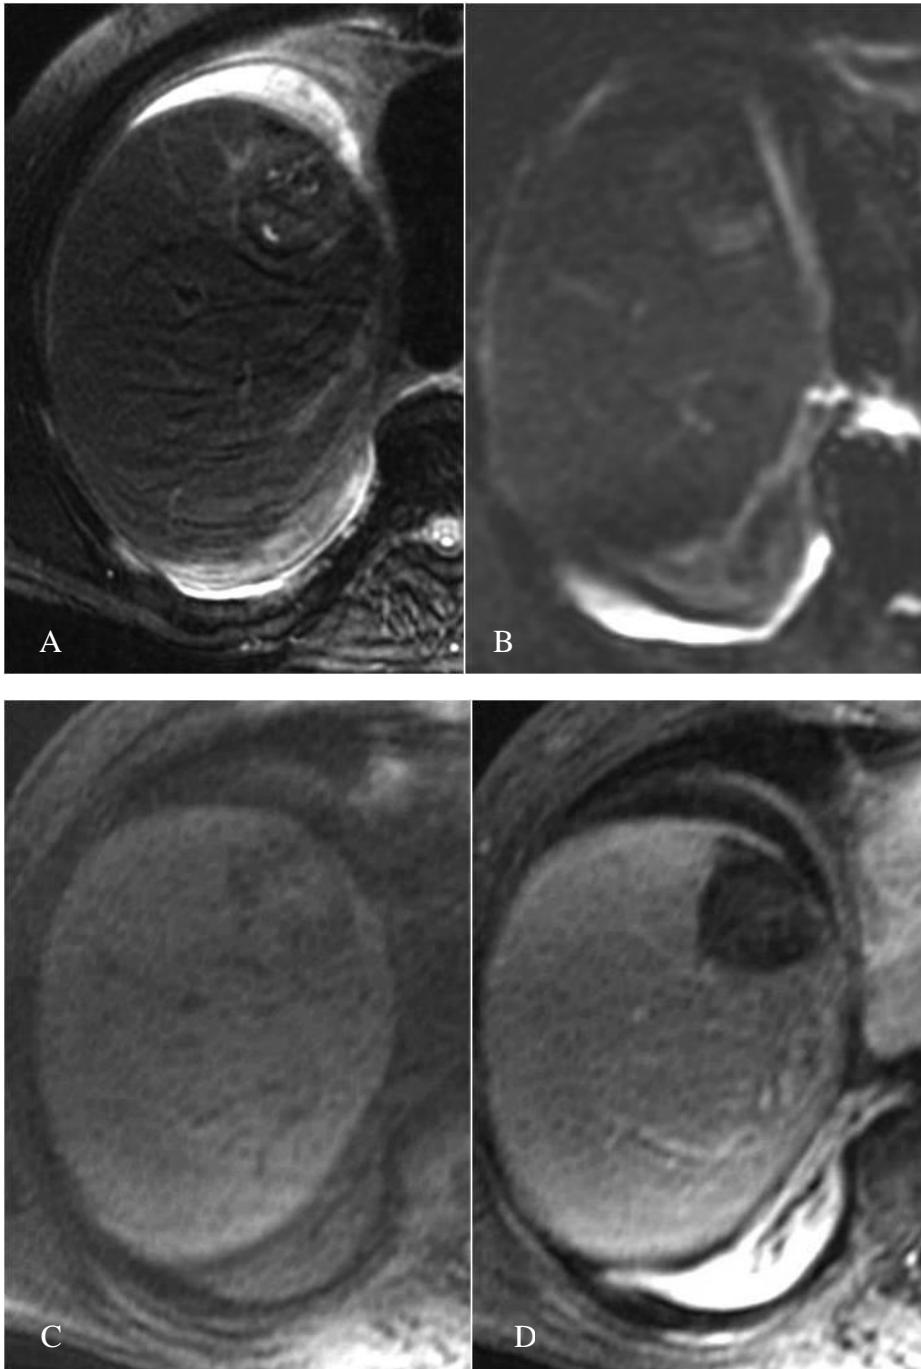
RM de MHCR 8 dias pós-ARF: A. T2; B.Difusão; C.T1 sem contraste; D.T1contrastado na fase venosa portal
